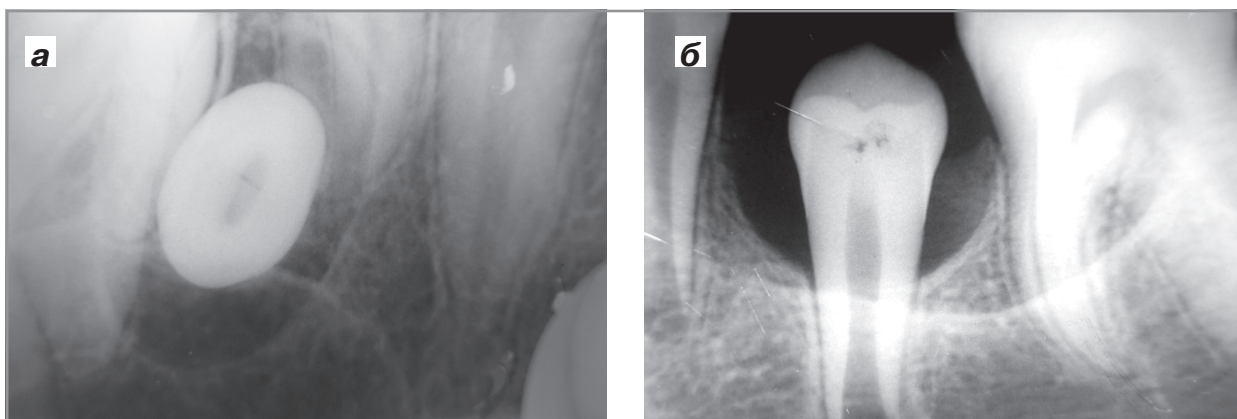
Рентгенологічна картина фолікулярних кіст від 25 зуба (а) та 35 зуба
